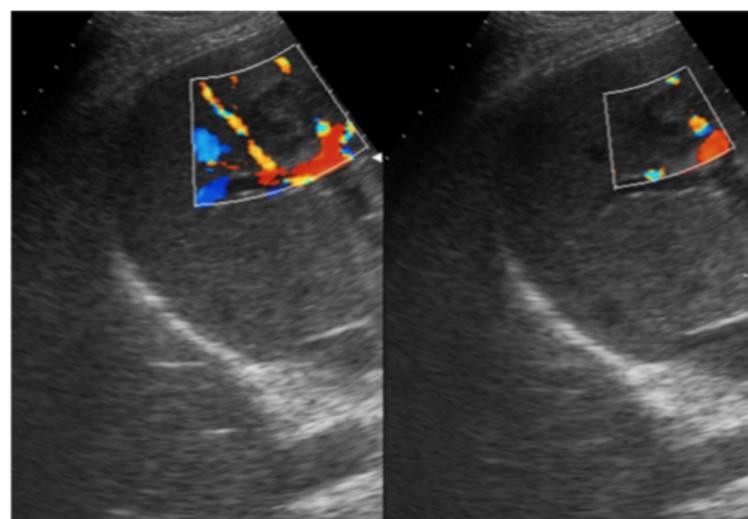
Señal Doppler en la periferia del absceso y ausencia de señal en el interior.
